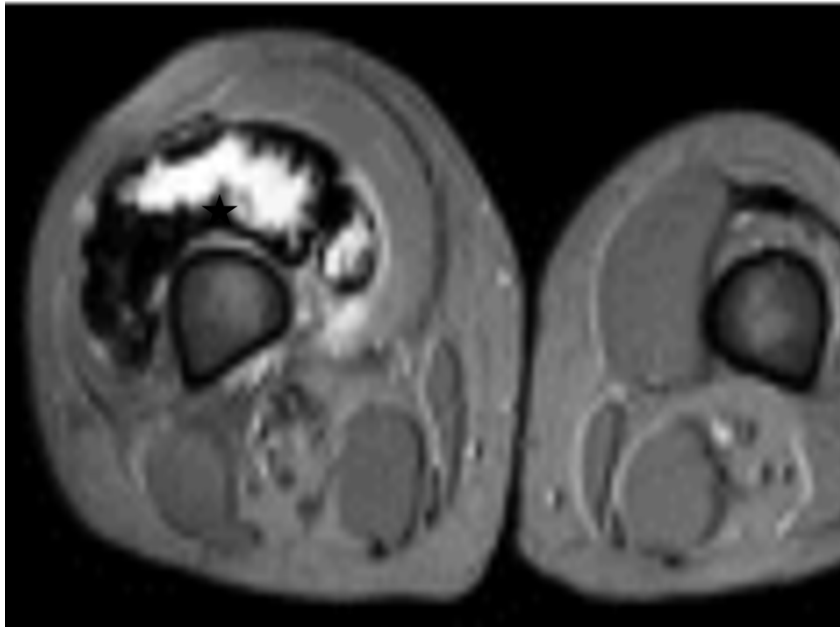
SVNPdu genou droit chez un garçon de 14 ans(étoile).L'IRM à gradient axial montre un épaississement nodulaire de la synoviale, plus marqué dans l'aspect latéral de l'articulation, avec une intensité de signal très faible en raison de l'effet paramagnétique des dépôts d'hémosidérine. Les zones d'intensité élevée du signal sont visibles à côté des zones hypointense, ce qui reflète l'inflammation synoviale.On observe également un épanchement articulaire important. (45)
